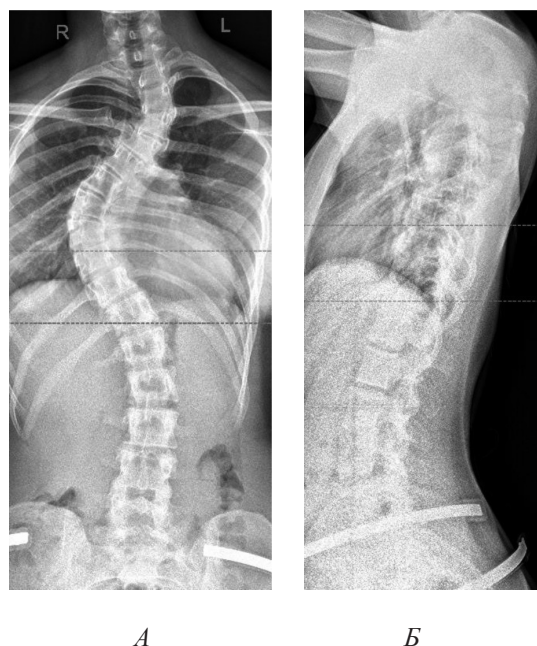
Рентгенограммы пациентки Н., 16 лет, до операции: А – прямая проекция; Б – боковая проекция
